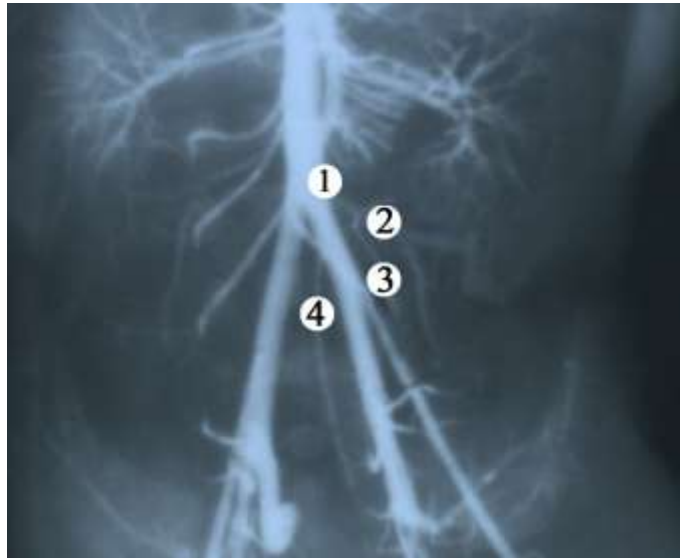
Артеріальні судини сигмоподібної ободової кишки плода 305,0 мм ТПД (артеріальні судини заповнені рентгеноконтрастною сумішшю на основі свинцевого сурика). Фоторентгенограма. Зб. 3^х:
